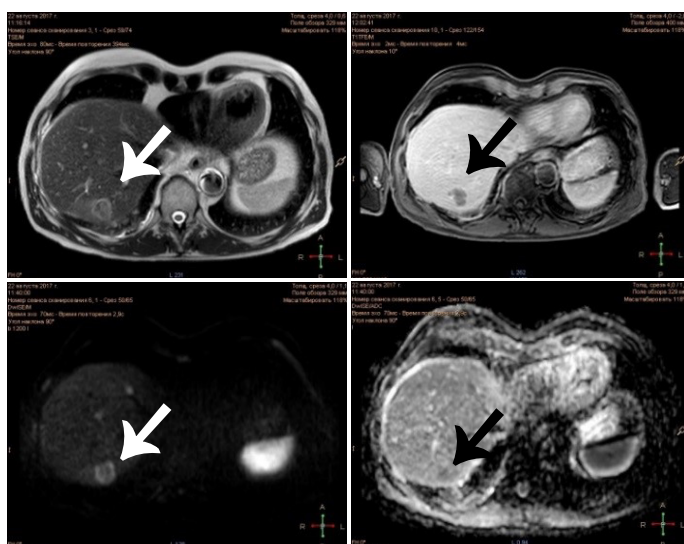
Томограмма на 5-е сутки после лазерной абляции.
